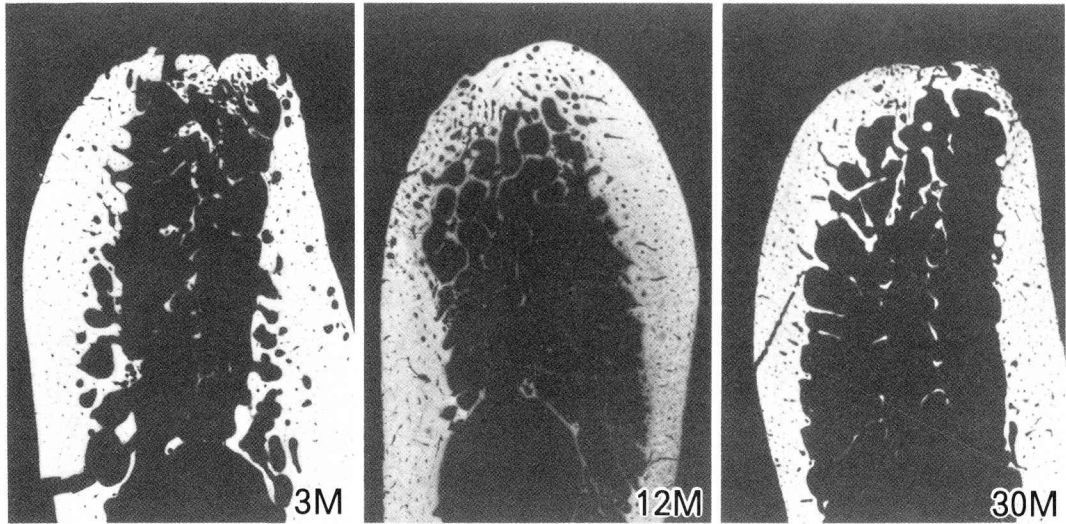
Contact microradiographs of edentulous jaw bone from 3 to 30 months after extraction shows decreasing trabecular bone area.
